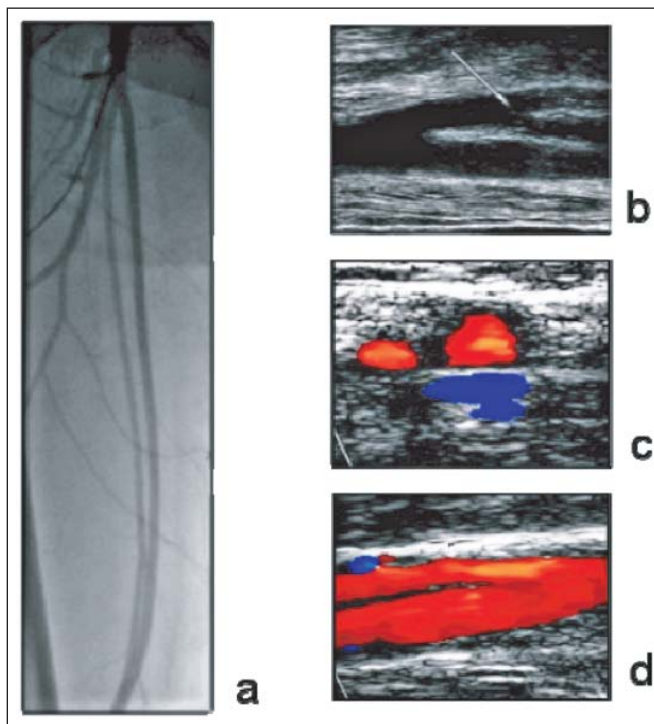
Doppelung der A. femoralis superficialis rechts. (a): Angiographische Darstellung mit Visualisierung der differenten Gefäß-Kaliber; (b): sonographische Darstellung der proximalen Teilung im Längsschnitt (B-Bild); (c): Darstellung im Querschnitt des mittleren Drittels des Oberschenkels (Duplex-Mode); (d): distale Wiedervereinigung der beiden Schenkel im Längsschnitt (Duplex-Mode).
